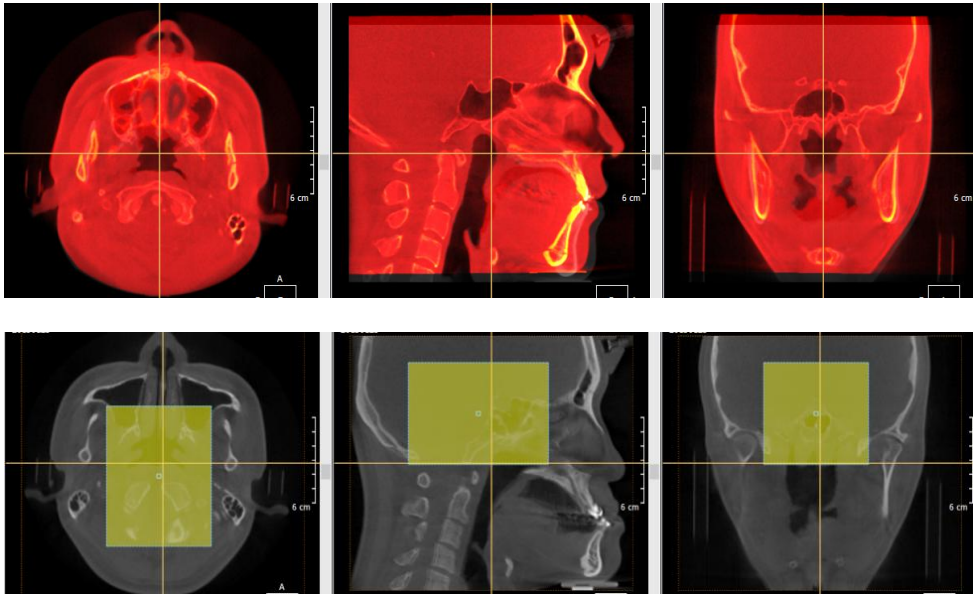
Superimposition of pre and post surgery CBCT images using cranial base.
